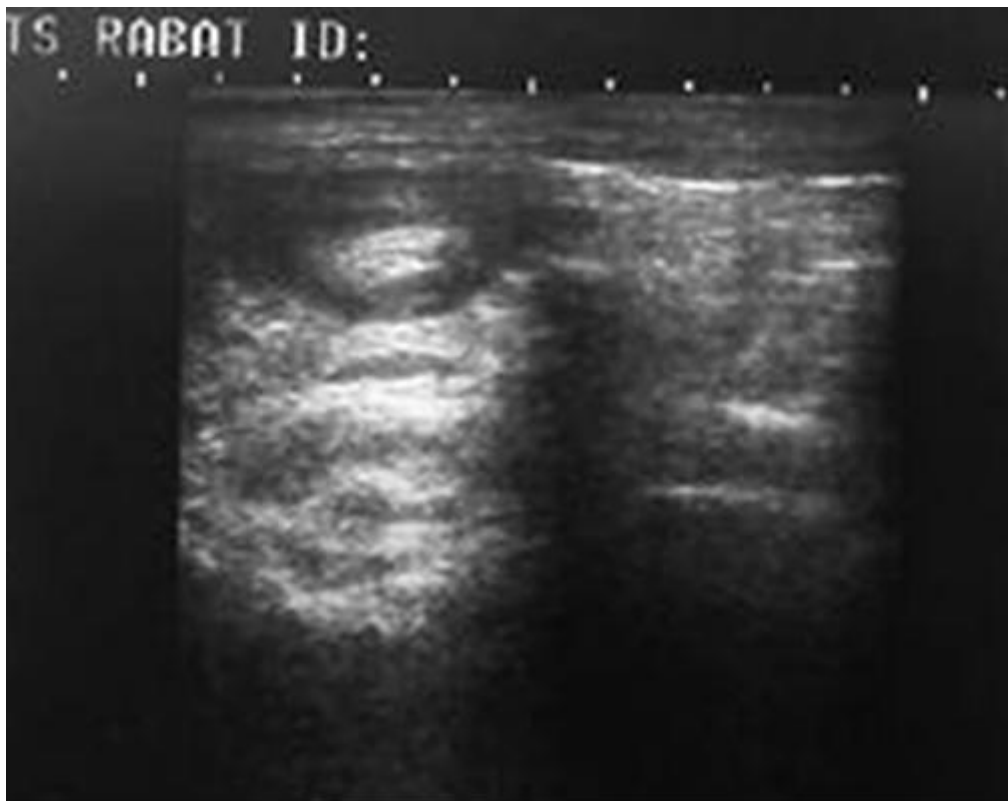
L'échographie montre une image en cocarde à centre hyperéchogène évoquant invagination intestinale (100).
